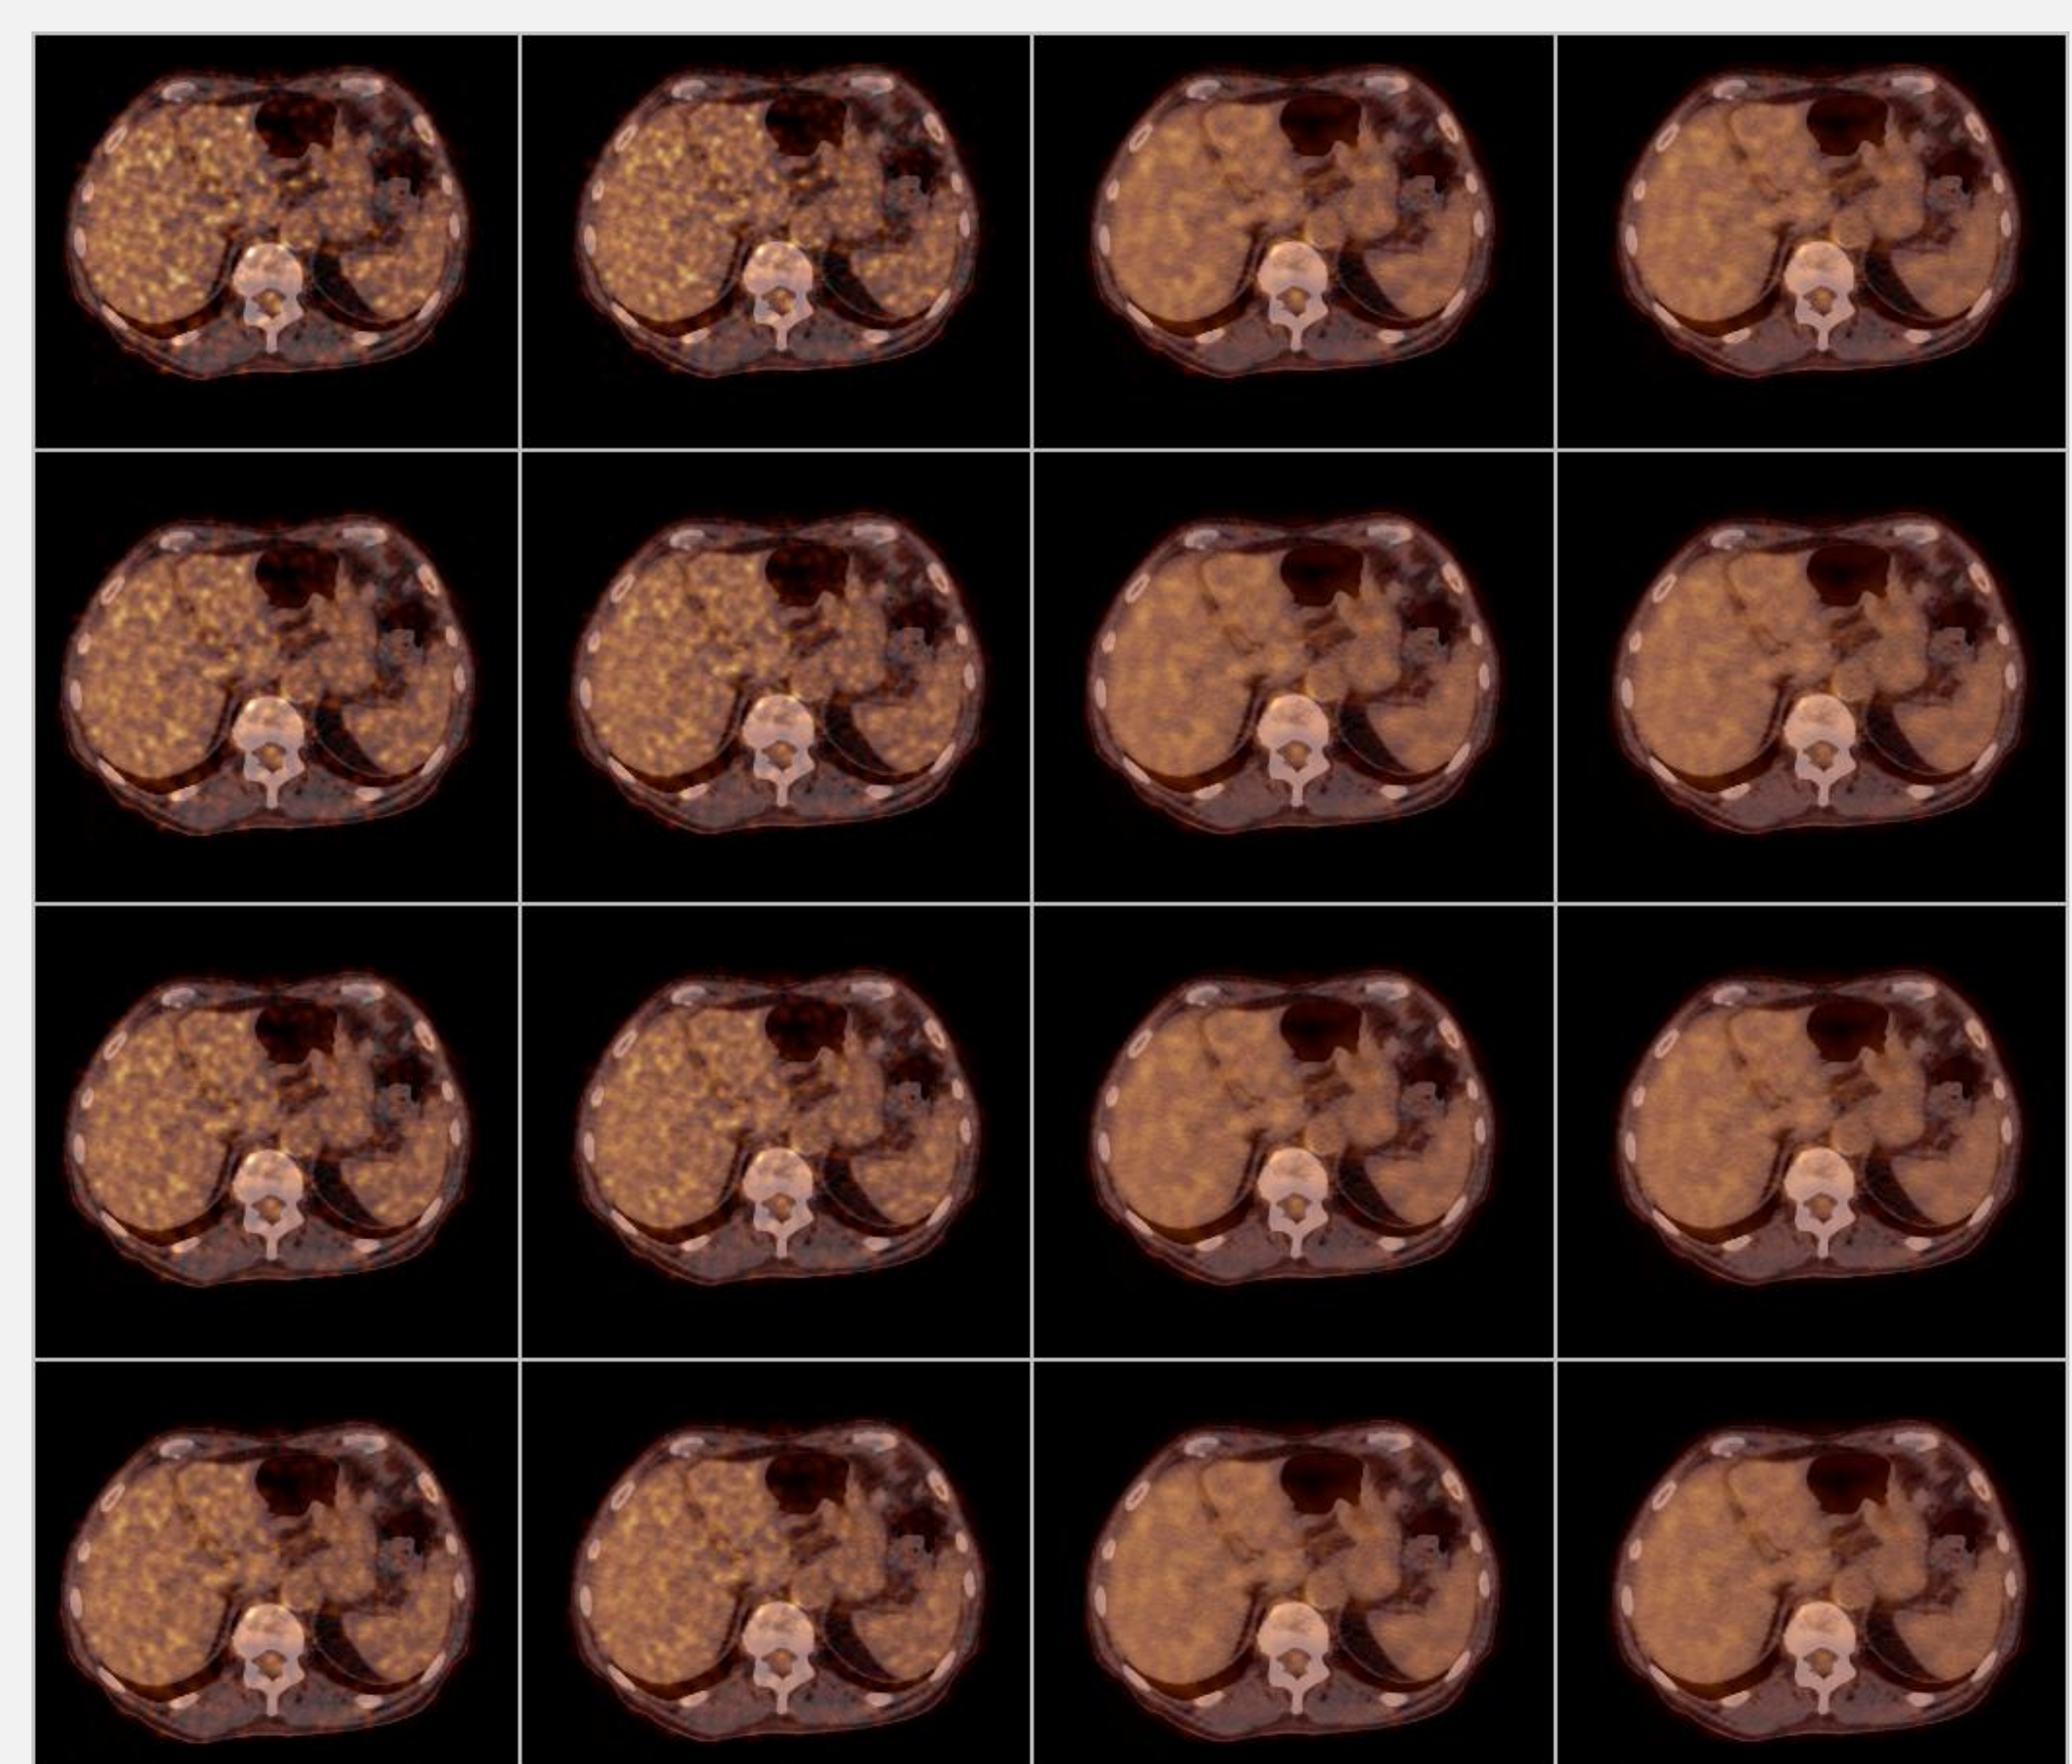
verschiedene Rekonstruktionen eines PET-Bildes (PSF, smooth, smoothA, smoothB)
